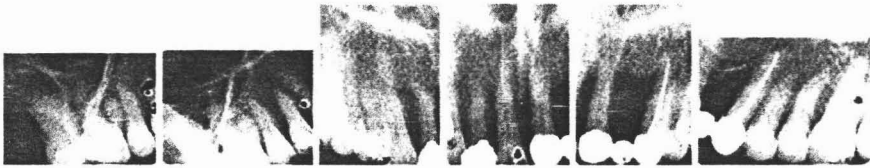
Radiografías dentoalveolares, en la zona anterior se observa mayor destrucción de hueso alveolar, que la zonas de premolares y molares donde se observan restauraciones convencionales.
